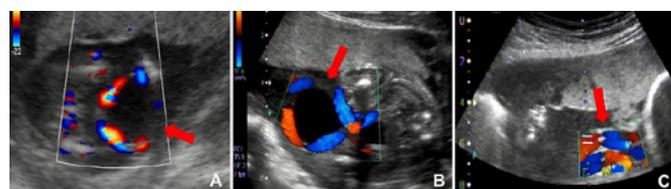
Imágenes de ecografía bidimensional con uso de Doppler, mostrando el quiste alantoideo (flechas rojas) a las 16 semanas y 2 días (A), y a las 21 semanas y 2 días (B). Note que a las 24 semanas y 2 días el quiste ya no era visible y había un enredo del cordón umbilical cerca de la pared abdominal (flecha roja) (C).
